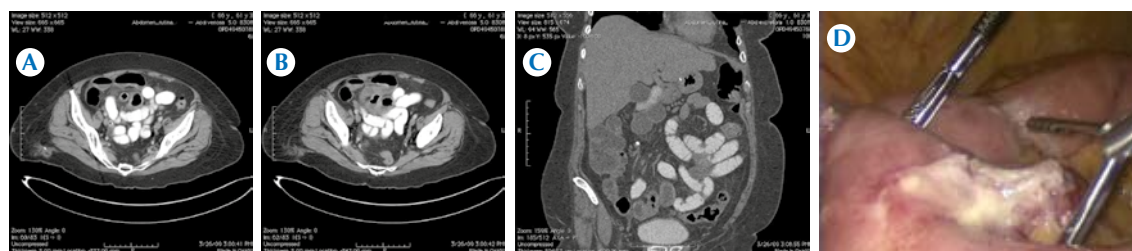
A-B) Caso número 5, mujer de 61 años con síndrome doloroso abdominal. Se efectuó tomografía computada abdominopélvica que demostró al apéndice con distensión aérea sin anomalías que consignar, con líquido libre en el hueco pélvico e imagen tubular con distensión aérea y cambios en la grasa locorregional que condicionaron la sospecha de diverticulitis de Meckel. C) Caso número 5, reconstrucción multiplanar coronal que muestra al apéndice con distensión aérea sin anomalías que consignar, con líquido libre en el hueco pélvico e imagen tubular con distensión aérea y cambios en la grasa locorregional que condicionaron la sospecha de diverticulitis de Meckel. D) Caso número 5, laparoscopia exploradora con resección intestinal que demuestra diverticulitis de Meckel con peritonitis.
